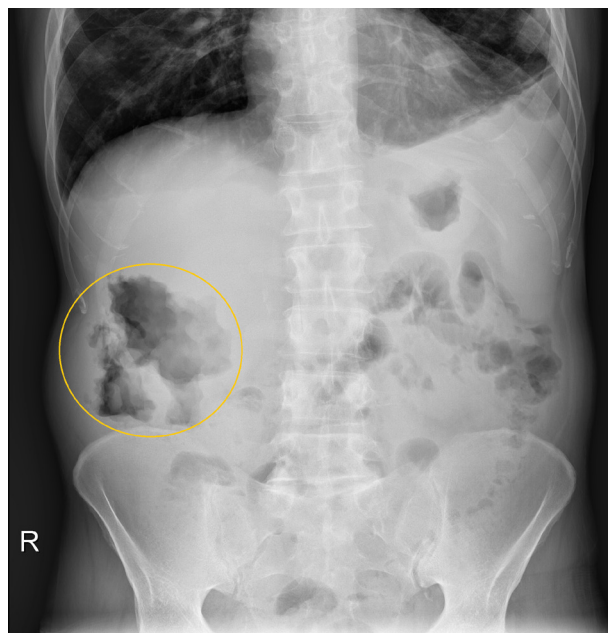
Abdominal radiography depicting loculated air collections (circle) at the right upper quadrant.
